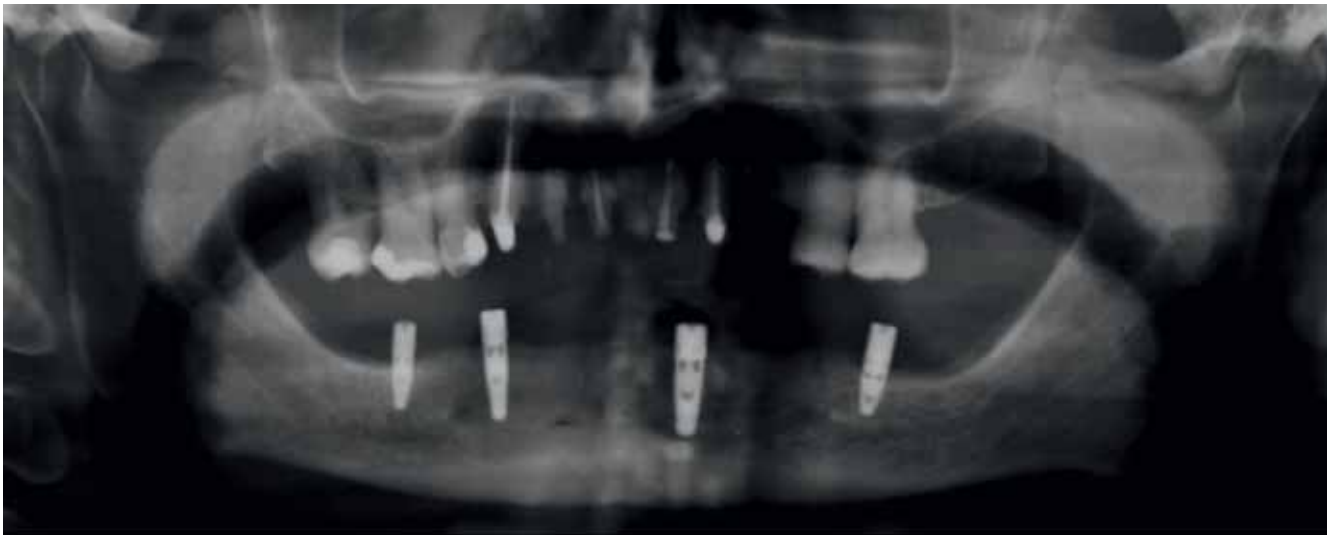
Röntgenologische Darstellung der implantologischen Ausgangslage im Unterkiefer
